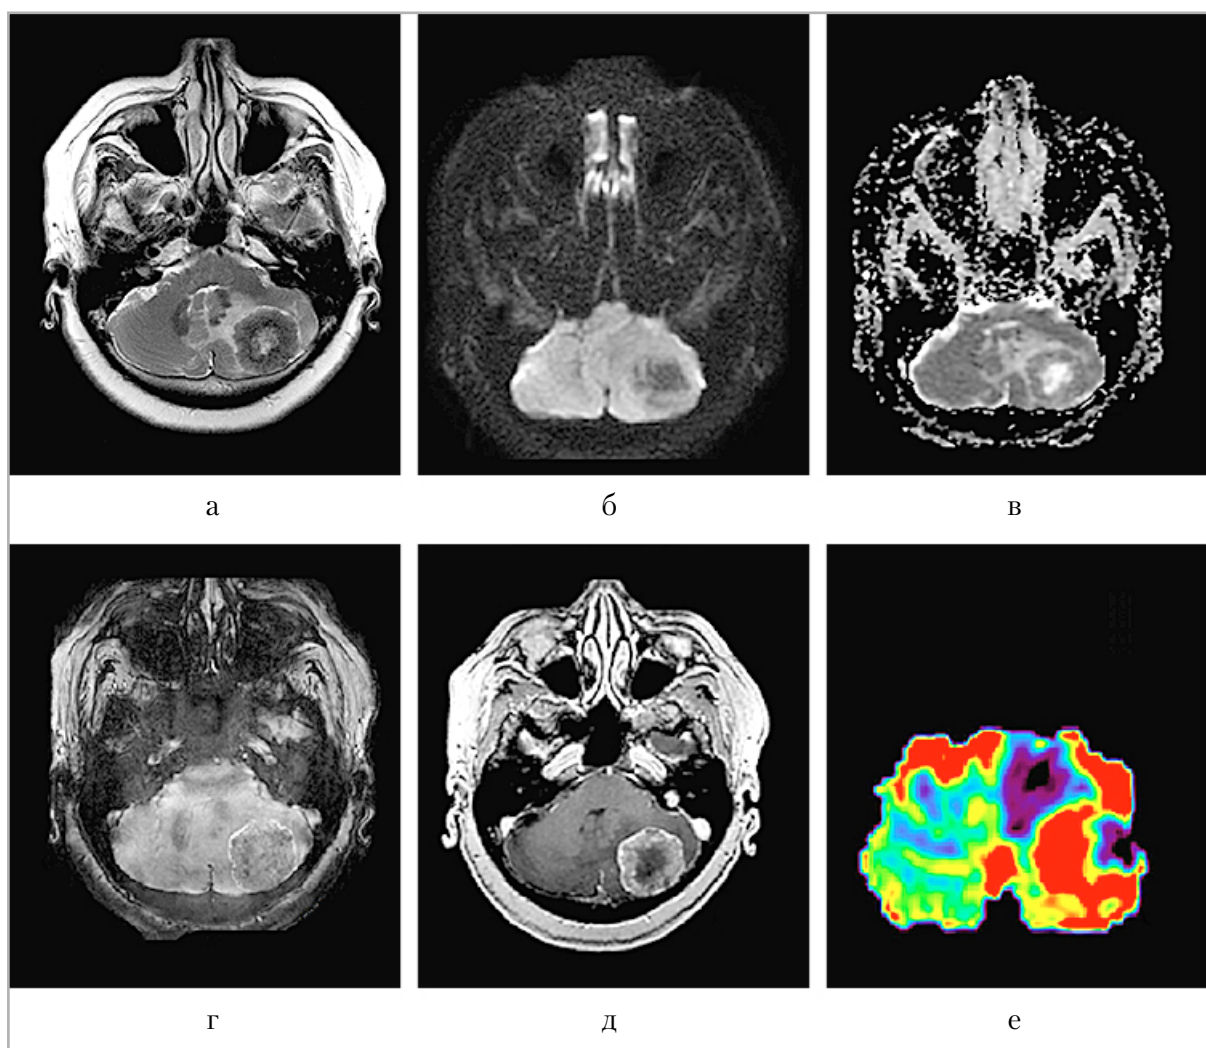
МРТ головного мозга пациента с солитарным метастазом карциномы легкого: *а* — T2-ВИ; *б, в* — DWI, ADC; *г* — SWAN; *д* — T1-ВИ с контрастированием; *е* — CBF. В левой гемисфере мозжечка определяется опухоль с гетерогенным контрастированием, ограничением диффузии, окруженная выраженной зоной отека. ИП SWAN демонстрирует наличие артефактов магнитной восприимчивости за счет кровоизлияний и интратуморальных сосудистых шунтов. По результатам ASL-перфузии определяются высокие значения CBF в структуре опухоли $220 \pm 11,8$ мл/100гр/мин.
